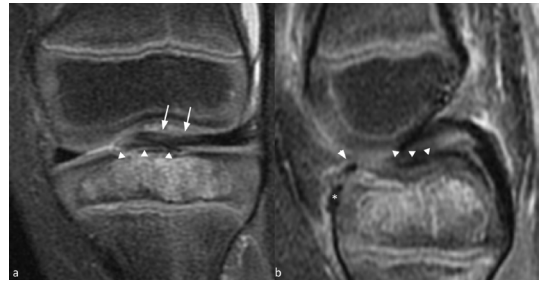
RM coronal DP FS (a) donde se evidencia un fragmento avulsivo (puntas de flecha) que incluye la inserción de la raíz anterior del menisco lateral (flechas largas). En sagital T1 (b) se evidencia el signo de “doble LCP” (punta de flecha), La raíz anterior del menisco medial (*) y el ligamento intermeniscal anterior (flecha corta).
